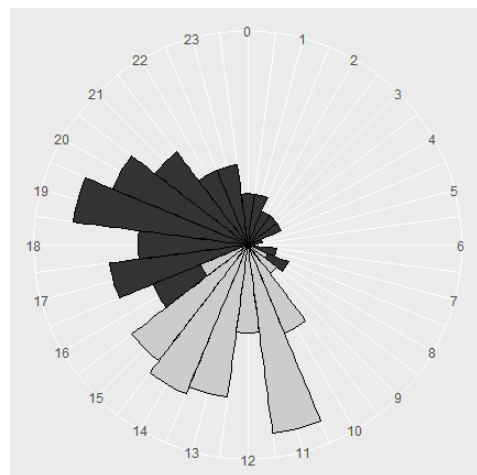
Zeitpunkt CT-/MRT-Diagnostik
